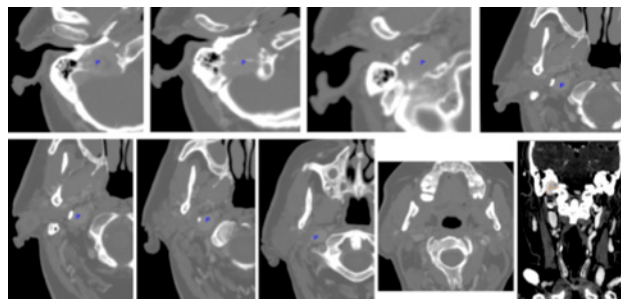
TC cervical + peñascos: Lesión ocupante de espacio con captación de contraste, de aproximadamente 22 x 18 mm. axial por 22 mm. craneocaudal, localizada adyacente a vena yugular derecha que erosiona agujero rasgado posterior y a la pared timpánica, apreciando extensión hipotimpánica derecha.
